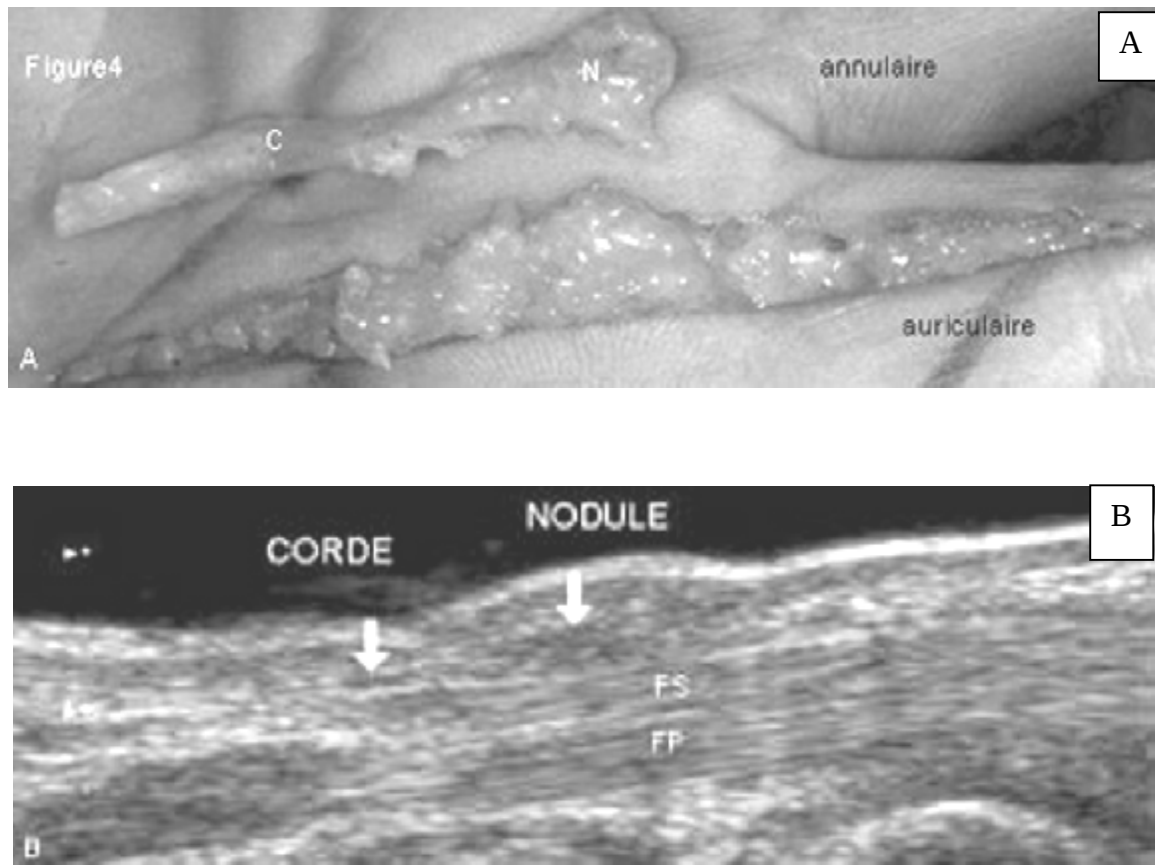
Vues chirurgicale (a) et échographique (b) objectivant le nodule et la corde, les deux entités caractéristiques de la maladie de Dupuytren. La continuité du nodule avec la corde est particulièrement bien observée sur une coupe longitudinale (FS = tendon fléchisseur superficiel ; FP = tendon fléchisseur profond).[89]
